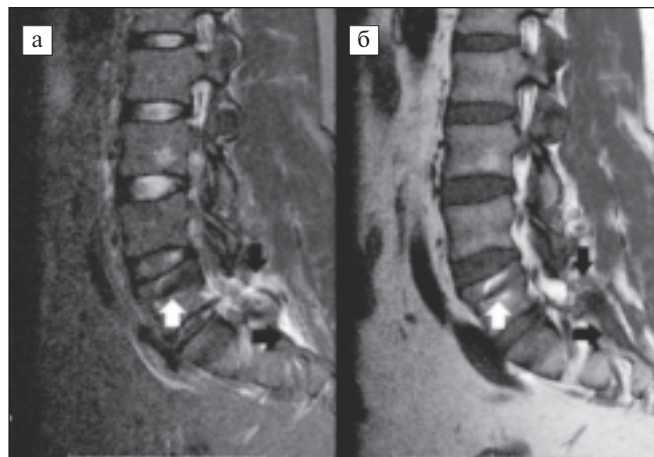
МРТ поясничного отдела позвоночника пациента Е. в сагиттальной плоскости в режимах STIR (а) и T1 (б). Черными стрелками указаны участки локального миозита и скопление жидкости по ходу листков фасции, белыми стрелками — шумовой дефект от металлоконструкции. Отсутствуют типичные для спондилита изменения
